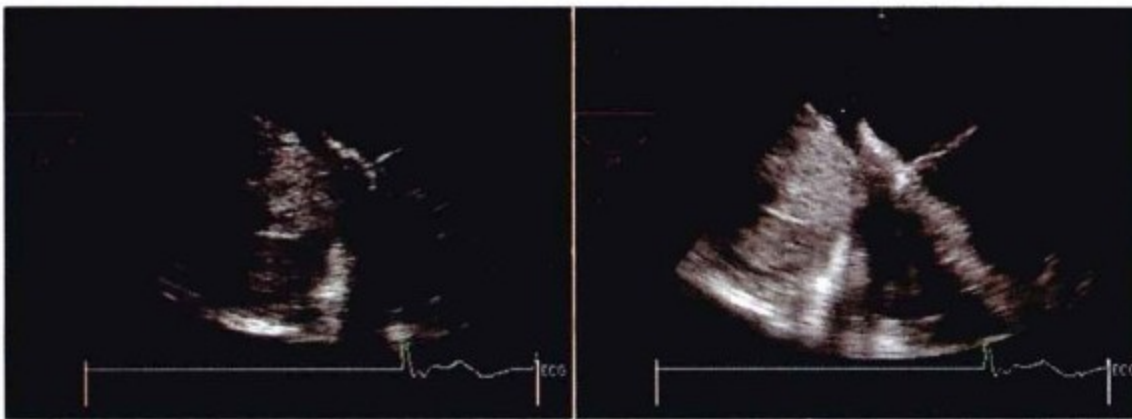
经食管超声心动图,低位食管四腔心切面。左侧,低位略差体位。右侧,最佳位置。侧位大块软组织肿块几乎完全压迫右心房。低位图像可显示肿块,但不清晰。最佳位置(高位)可显示心包内血块的细镜面回声的“质地”。
